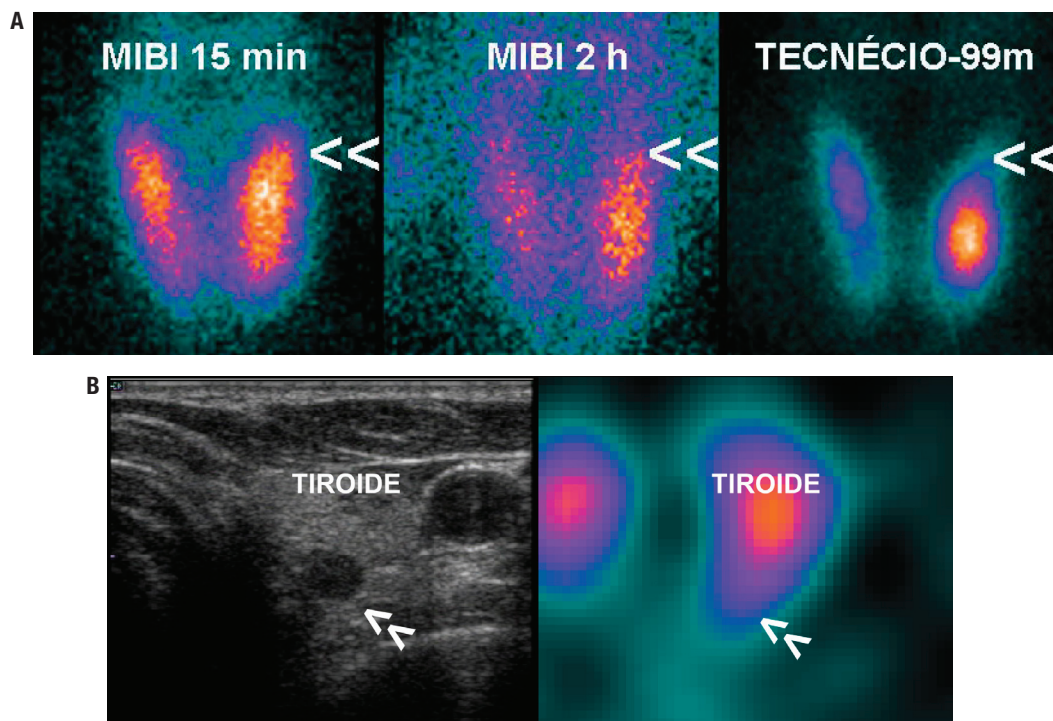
Caso 5A. Masculino, 70 anos; CA: 10,3 mg/dL (8,6-10,3 mg/dL); CAION: 1,47 mmol/L (1,11 a 1,40 mmol/L); PTH: 257 pg/mL (10-65 pg/mL); 25OHVITD: 29 ng/mL (30 a 60 ng/mL); cintilografia (PLANA): hipocaptação no polo superior esquerdo nas imagens com ^{99m}Tc (ver pontas de setas duplas). PAAF nódulo superior esquerdo: PTH no lavado da agulha: 2.500 pg/mL; citologia: células epiteliais em pequenos grupos, com núcleos redondos e citoplasma amplo, sem colóide, compatível com paratiroide. Caso 5B. USC: nódulo sólido hipocogênico superior esquerdo 1,0 cm, na mesma localização da área focal hipercaptante na cintilografia (SPECT) (ver pontas de setas duplas). Cirurgia: paratiroidectomia superior esquerda com queda do PTH intraoperatório.
